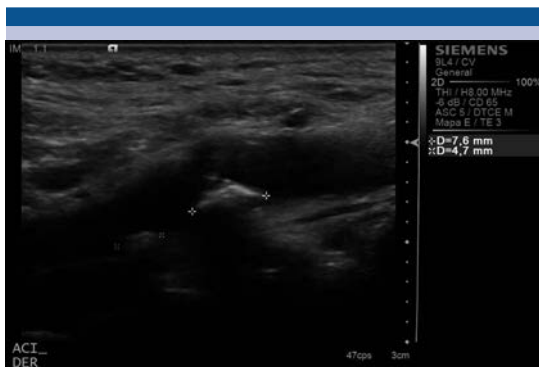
Ultrasonido en escala de grises, donde se identifica placa inestable, calcificada, localizada en la pared posterior de la arteria carótida interna derecha, la pared anterior también esta afectada.
